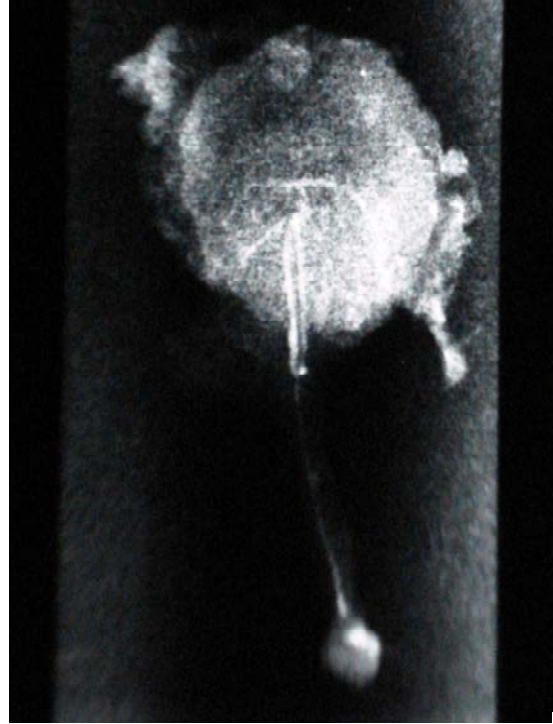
Grup I mikroangiografisi. Oklar prefabrike ters akımla beslenen ada flebi grlmekte
